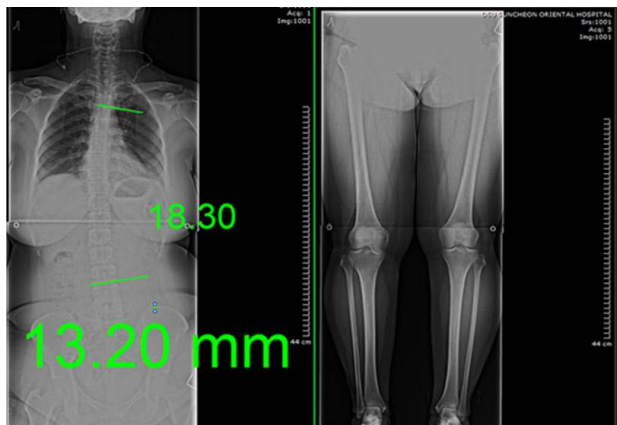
Change of radiograph at before treatment(Case 2).
